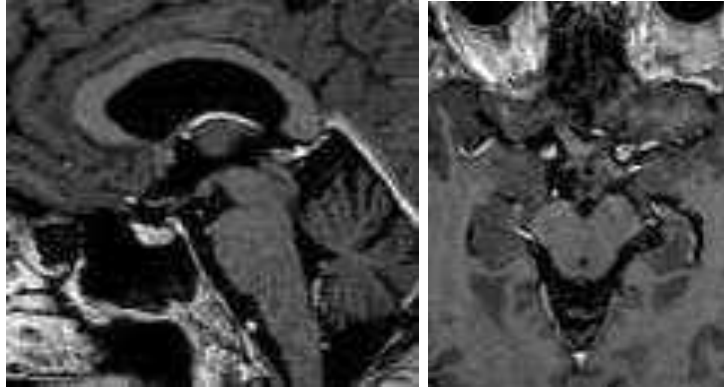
Спостереження №22. Пацієнтка Ч-ка, 47 років, історія хвороби №136484. МРТ-контроль через 3 місяці після операції
